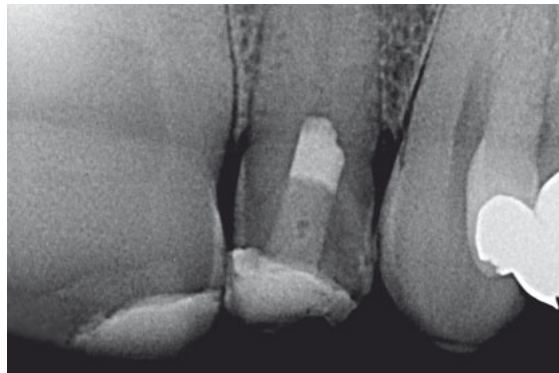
Röntgenkontrolle nach sechs Monaten: der Parodontalspalt apikal an Zahn 22 ist nun unauffällig.
